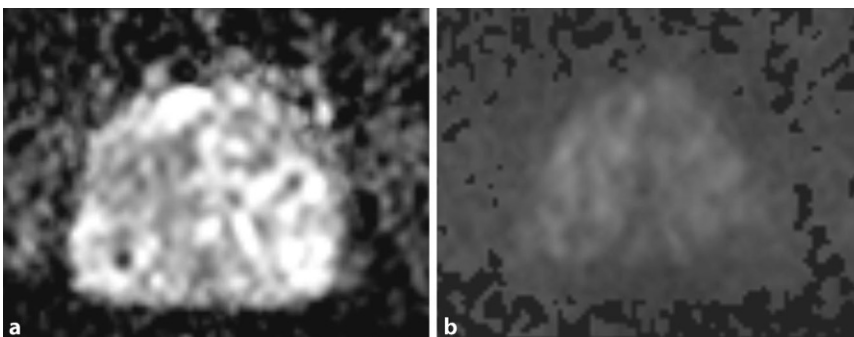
▲ Diffusionsgewichteter (DWI) Score von 3 nach PI-RADS 2.1. Ausgeprägt hypointense Läsion im ADC (a) bei nahezu Isointensität im hohen b-Wert-Bild (b, berechneter b-Wert: 1400 s/mm²)
